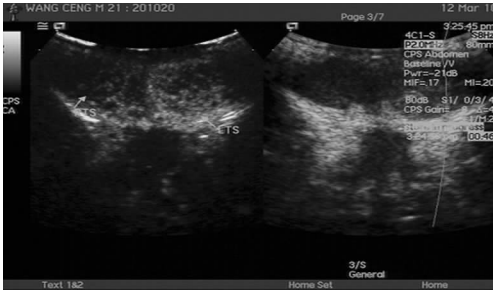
右侧睾丸不完全型扭转(CDFI 为血流无明显改变),超声造影显示右侧睾丸增强强度减低
